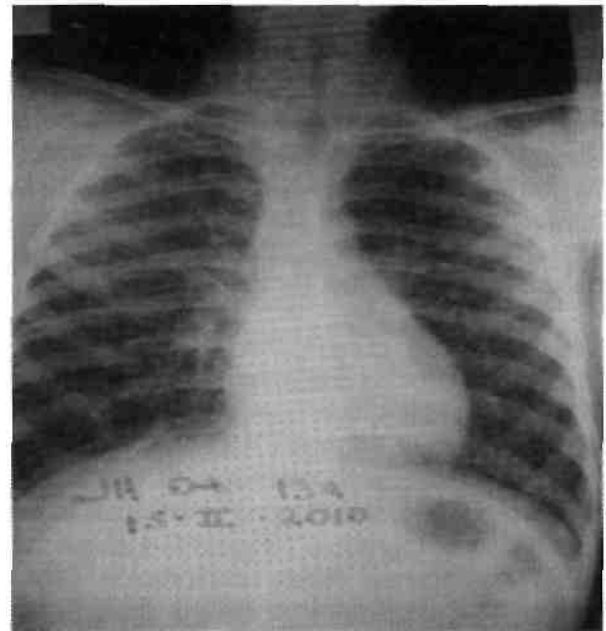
Radiografía simple de Tórax, tomada en el primer ingreso, llama la atención el infiltrado micronodular difuso, nótese el estrechamiento a nivel de traquea en el tercio medio.
